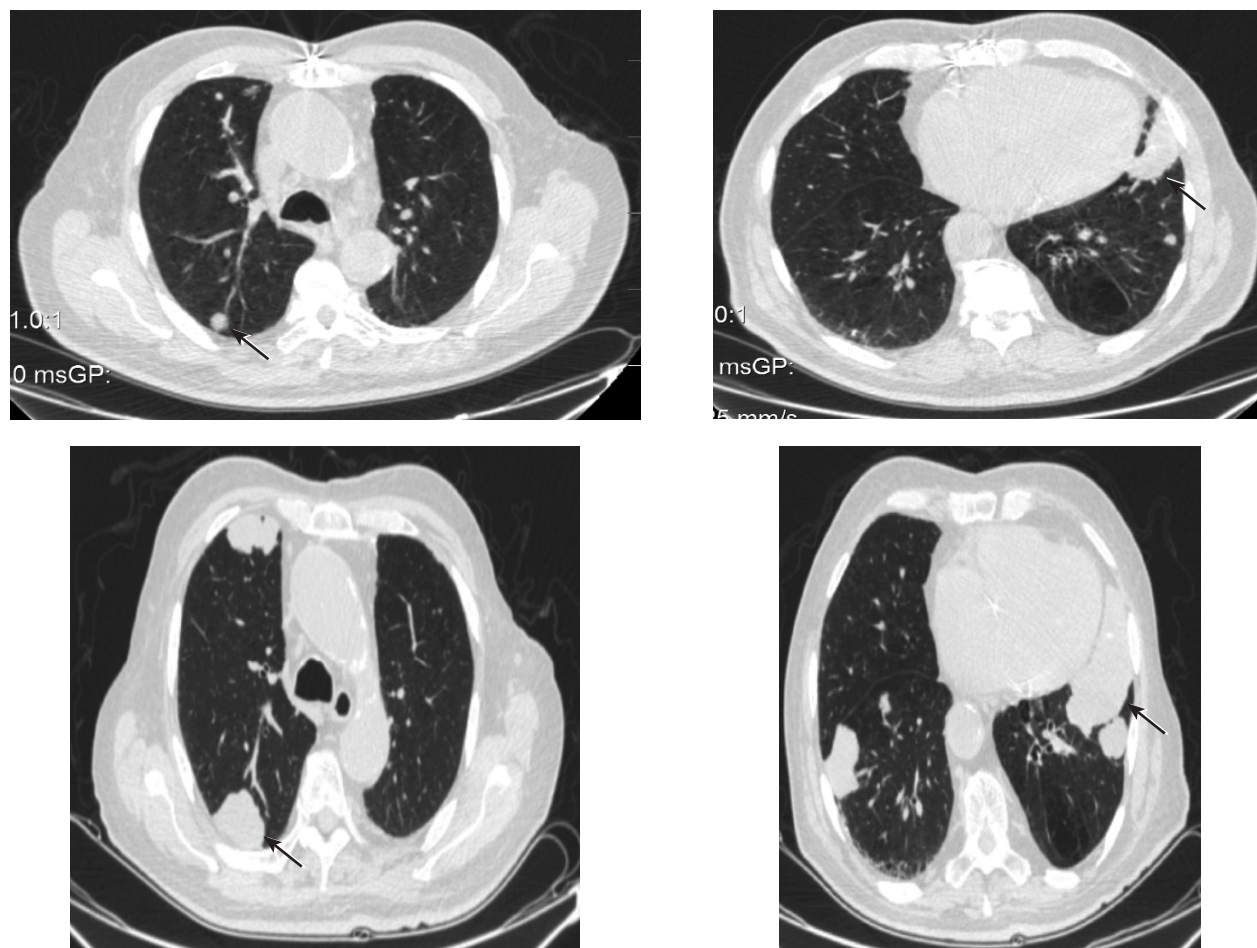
Пациент Б., 1940 г.р. Состояние после резекции средней доли правого легкого по поводу аденокарциномы. КТ-картина хронической обструктивной болезни легких, вторичного поражения легких (указаны стрелкой). За период динамического наблюдения (на фоне ПХТ) отмечается отрицательная динамика в течение полугода в виде увеличения размеров большинства нодулярных образований в паренхиме обоих легких, появление новых очагов (прогрессия по критериям RECIST 1.1)
